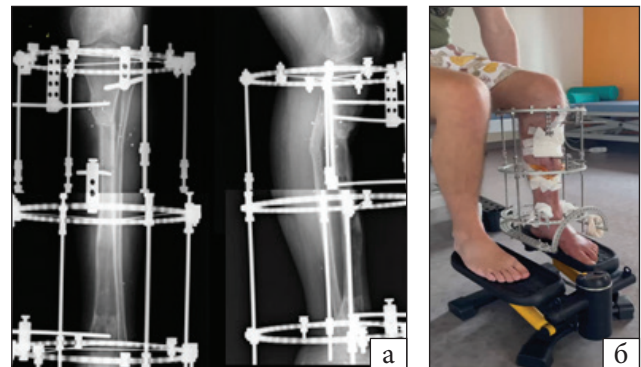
Фотовідбитки рентгенограми через рік (а), кінцівок
